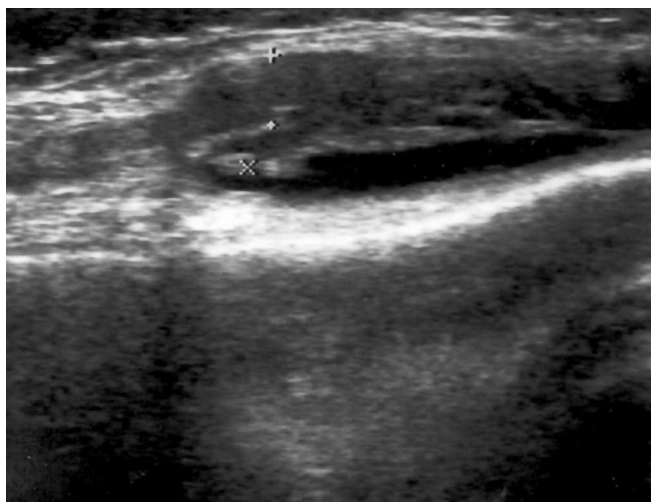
УЗИ коленного сустава до телегамматерапии.
